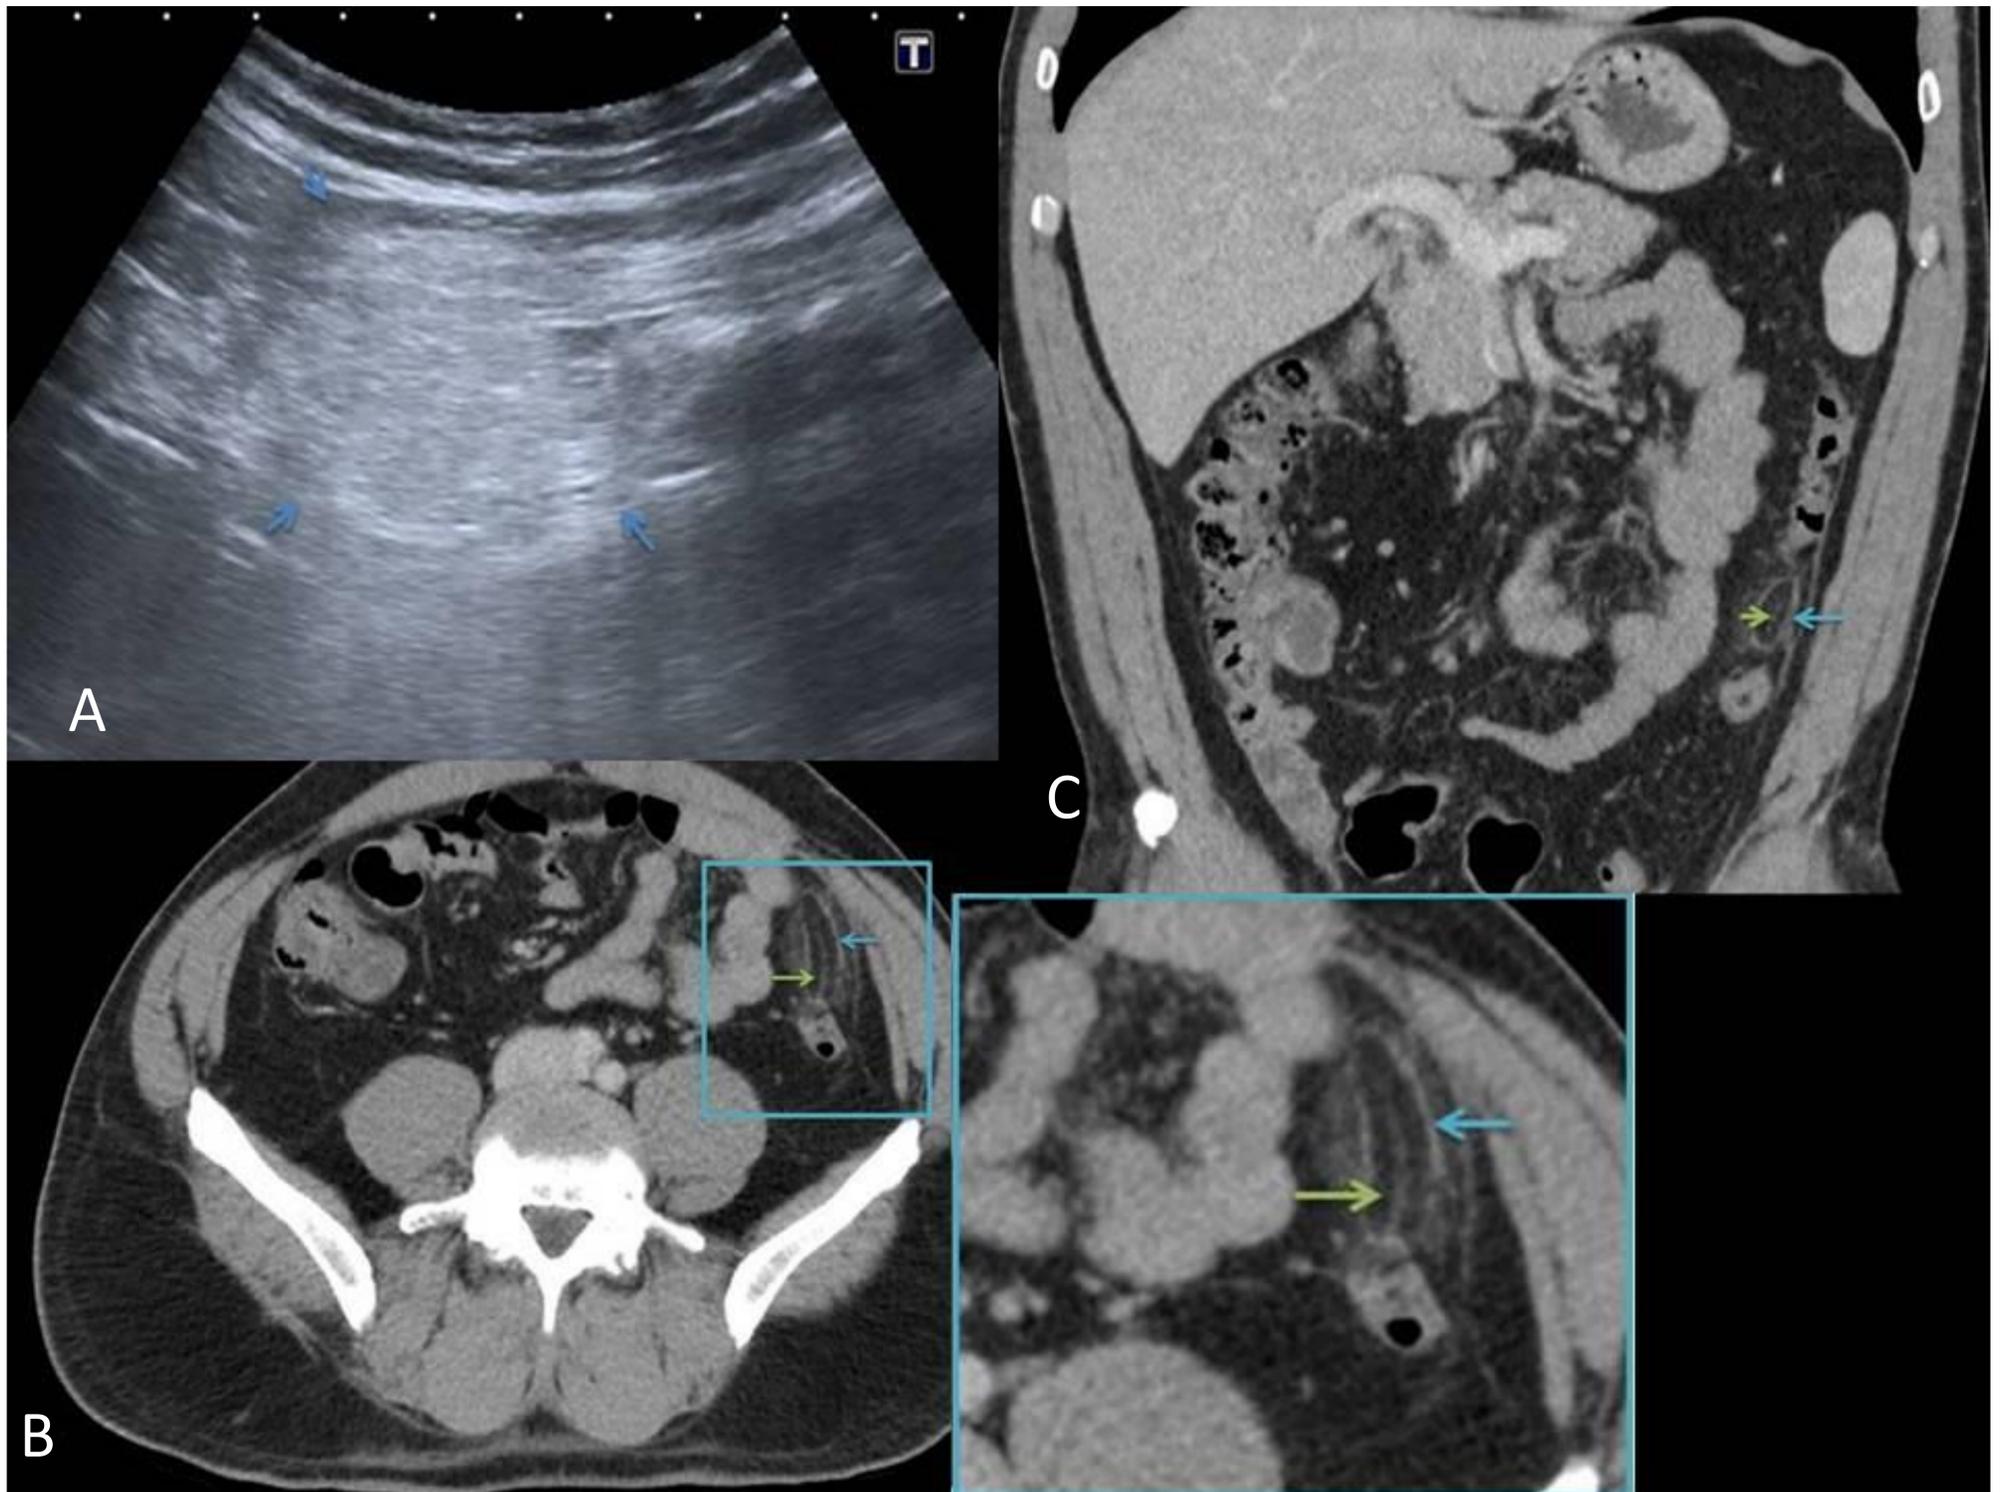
Apendagitis aguda en paciente con dolor en FII. Imagen A, ecografía, visualizamos una masa ecogénica ovoidea, no compresible, con un anillo hipoecoico (flechas azules). TC con contraste axial (imagen B) y coronal (imagen C) adyacente al colon izquierdo, una lesión de densidad grasa con una línea hiperdensa central (vena trombosada, flecha verde), pared fina lineal hipercaptante (“signo del anillo”, flecha azul celeste), y edema de la grasa que lo rodea.
